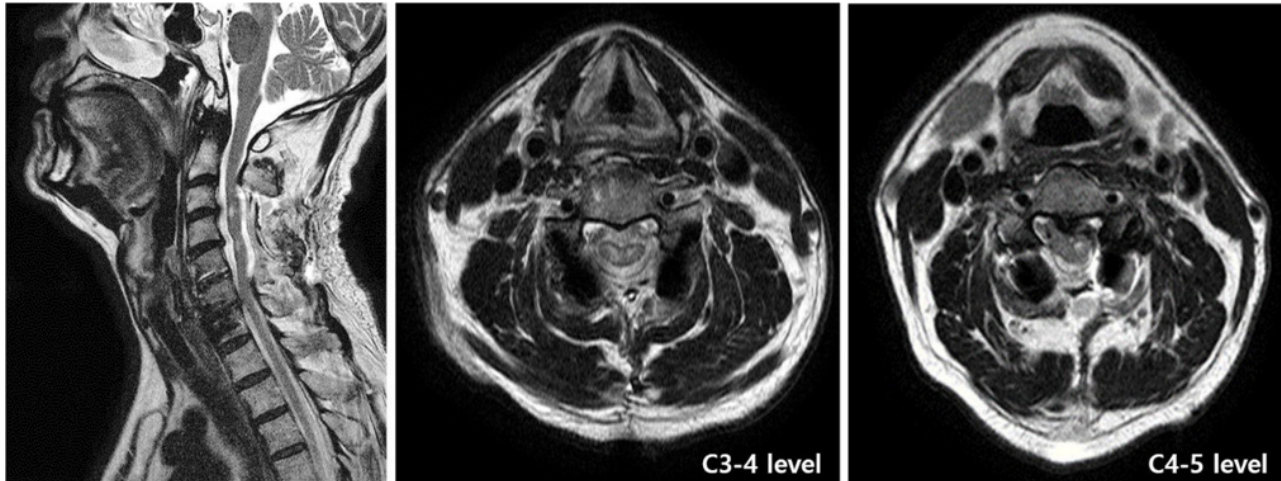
Postoperative T2 weighted magnetic resonance imaging of cervical spine. Imaging showing enlarged intramedullary hyperintense area on C4-C4, posterior decompression on C3-4-5, and lateral mass fixation on C3-4-5.
